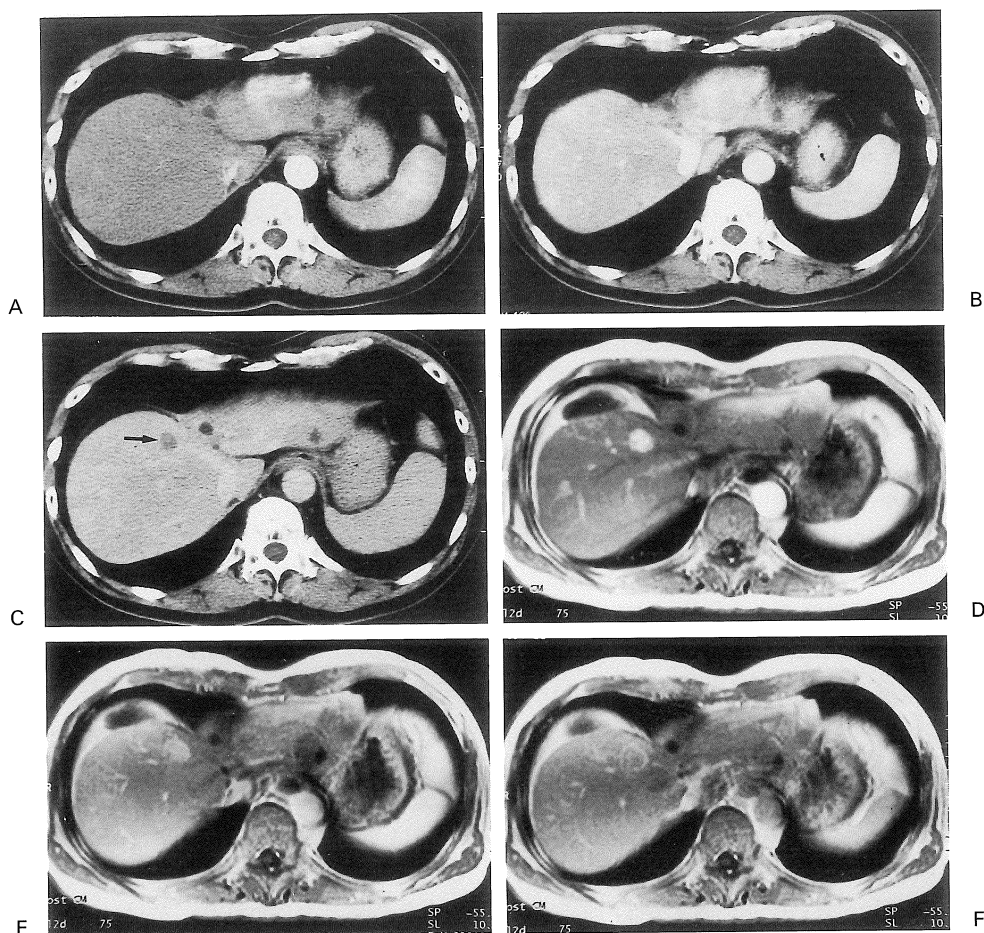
A 62-year-old female with hepatocellular carcinoma. Arterial phase (A) and portal phase (B) helical CT scans show enhancement of tumor similar to the surrounding liver parenchyma. Delayed phase helical CT scan (C) at same level as (A) and (B) shows hypodense lesion (arrow) in the liver. Dynamic arterial phase on dynamic MRI (D) show distinct enhancement of tumor relative to the surrounding liver parenchyma. Portal phase on dynamic MRI (E) shows slight high intensity, but delayed phase image on dynamic MRI (F) shows the tumor as isointensity. A capsule surrounding tumor is distinctly detected.
